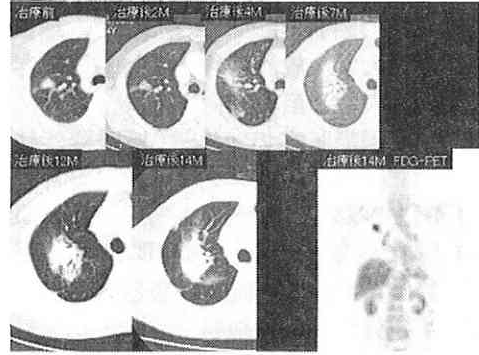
症例1の経過のX線CT検査とFDG-PET検査
